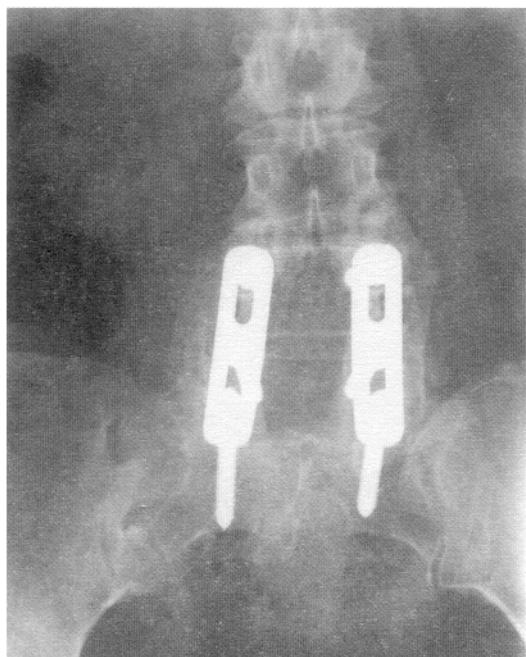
Фронтальна рентгенограма 50-річної жінки через 6 років після успішного апаратного артродезу від L4 до крижової кістки. Видно центральну декомпресію між двома металічними пластинами, оточеними суцільною кістковою дугою. Пацієнта не курить.
